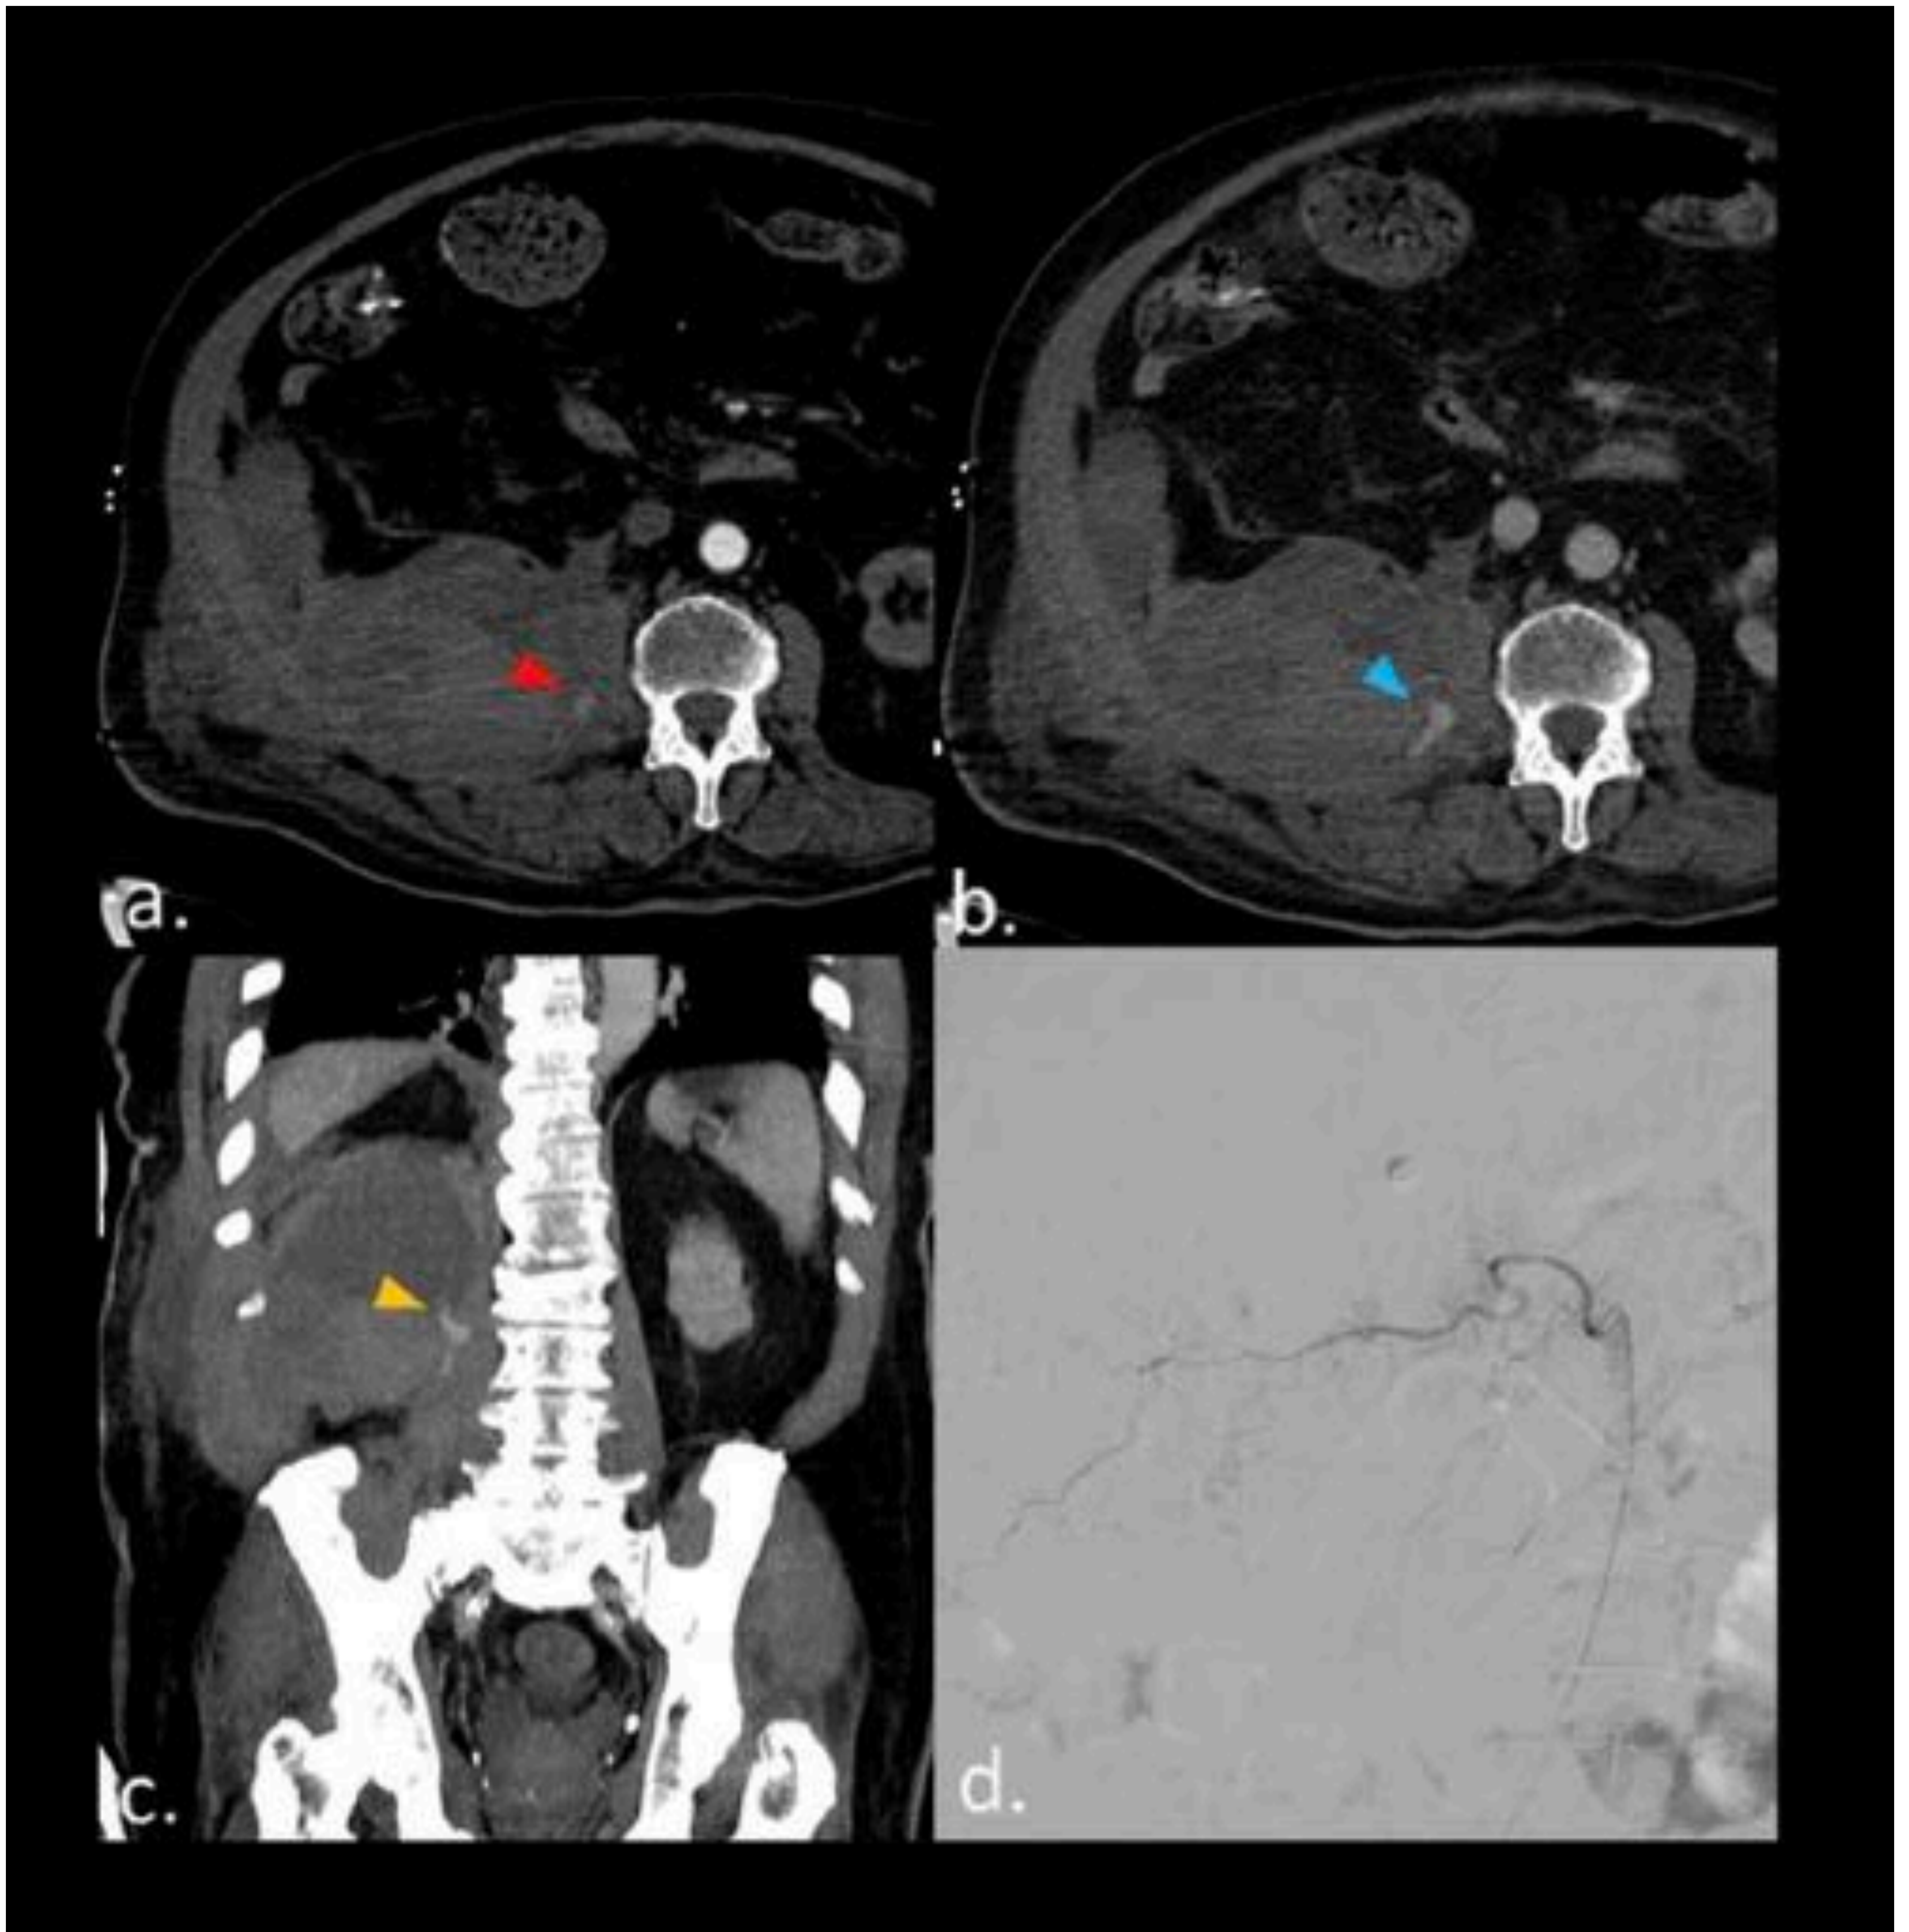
Varón de 81 años en tratamiento anticoagulante por antecedente de trombosis venosa profunda, que experimenta hipotensión y dolor abdominal. TC axial con contraste intravenoso evidencia un hematoma retroperitoneal con extravasación activa de contraste en la fase arterial, (punta de flecha roja, a), que aumenta en fase venosa, (punta de flecha azul, b). Reconstrucción coronal MIP que demuestra la localización del sangrado (c). Arteriografía realizada una hora después en la que no se evidencian signos de sangrado activo (d).
